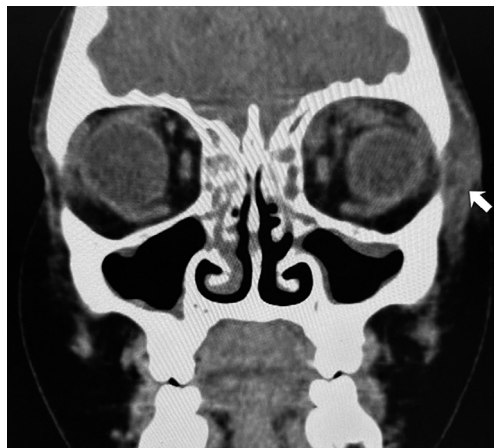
Tomografía de órbitas, corte coronal. Se observa la presencia de edema de tejidos blandos preseptales del lado izquierdo (flecha), sin evidencia de compromiso de la grasa intraorbitaria ni de los músculos extraoculares. Hallazgos compatibles con celulitis preseptal.
